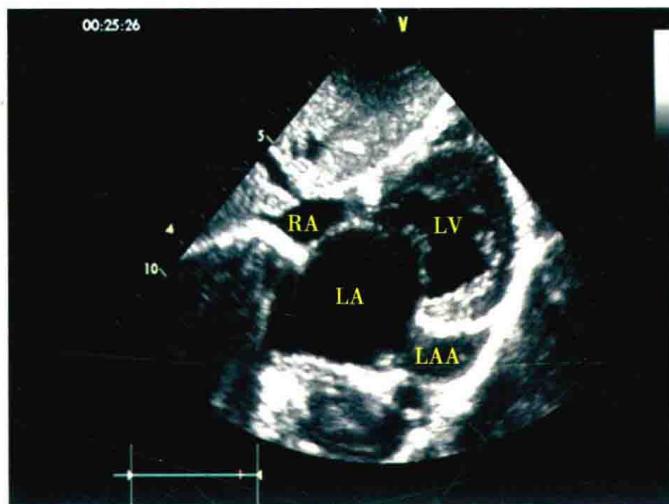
超声图像：剑下心尖四腔心非标准切面显示左心耳
